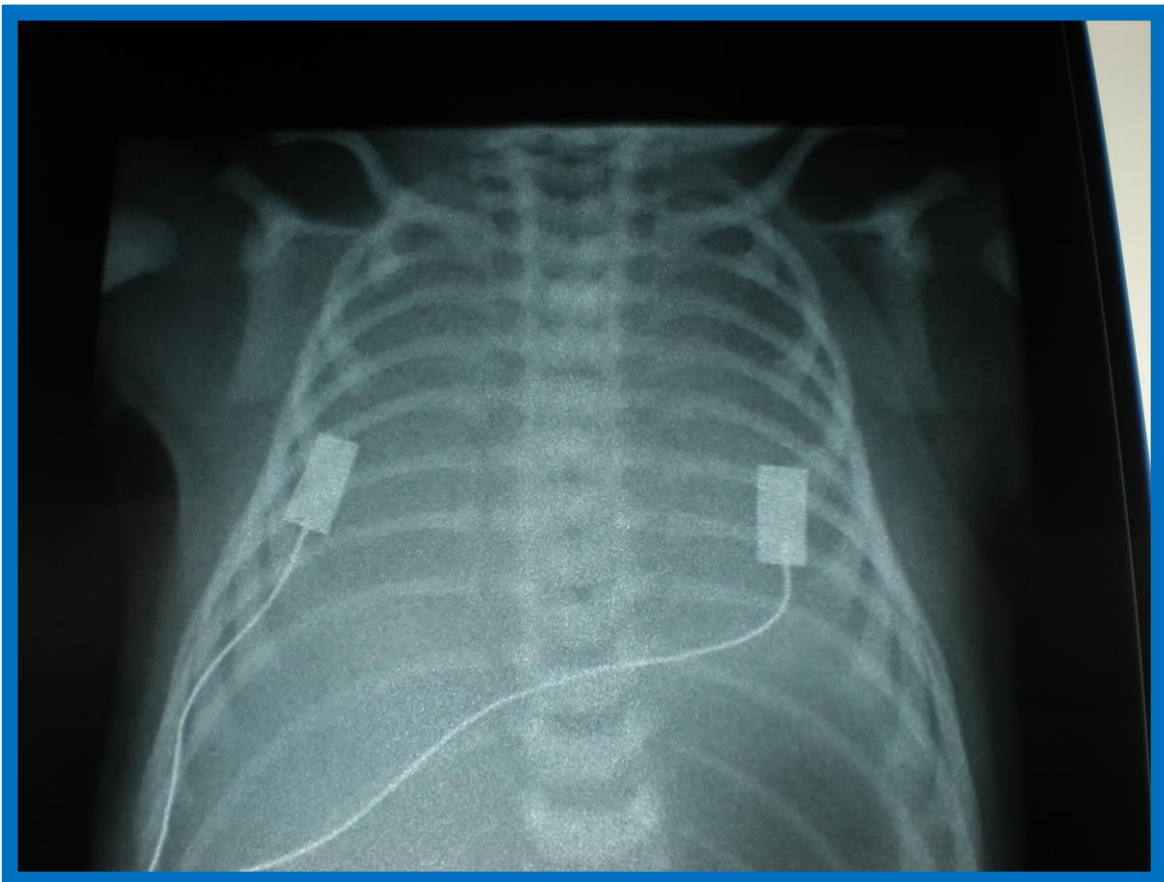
Radiografía de tórax a los 30 minutos de vida: patrón reticulogranular bilateral en vidrio esmerilado
